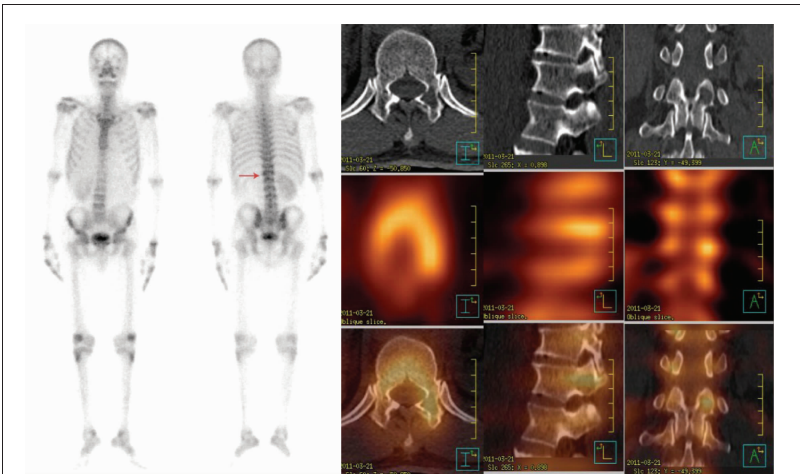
SPECT/CT imaging of the patient with bone metastases (osteolytic bone)
